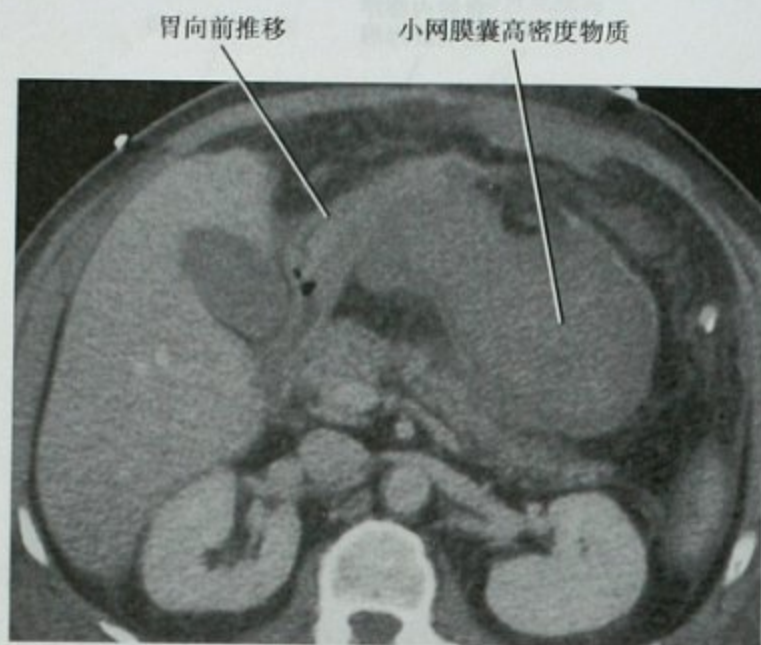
增强 CT 横断位图像,难度很大的胃食管连接处撕裂修补术后,小网膜囊内高密度物质,穿刺证实为血肿
